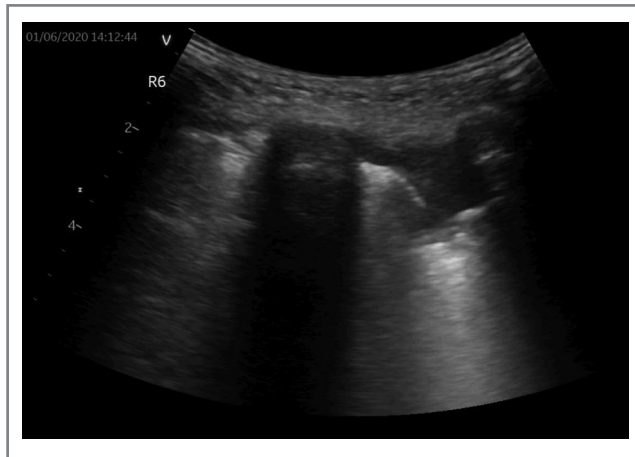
УЗИ легких у пациента с COVID-19.
